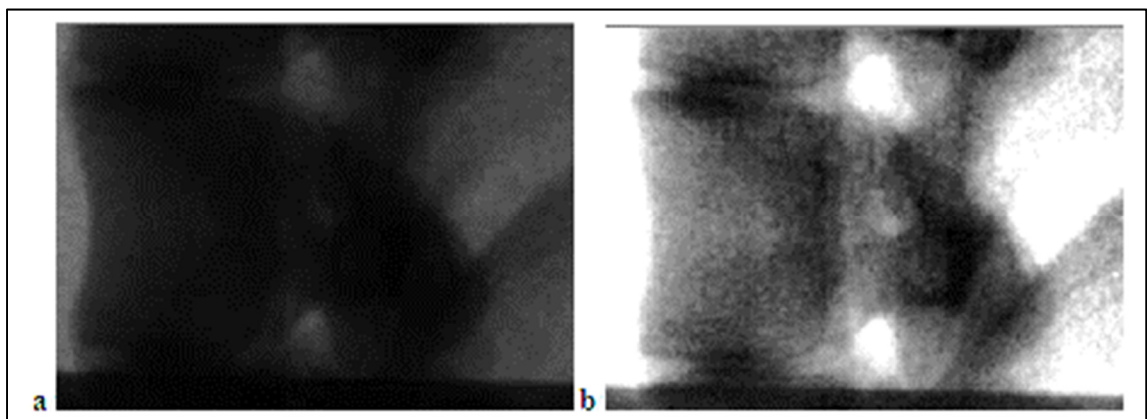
Exemple du résultat de traitement d'image pour les films cinéroradiographiques à 3000 images/seconde : a/ Image originale, b/ Image traitée
